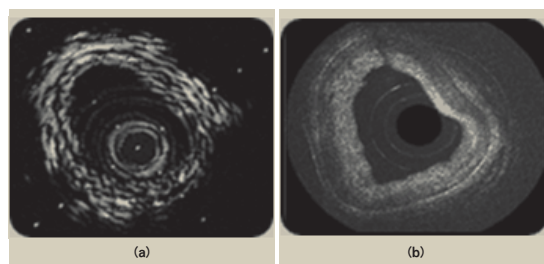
Cross section of an arterial tube. (a) Ultrasonography. (b) OCT.
